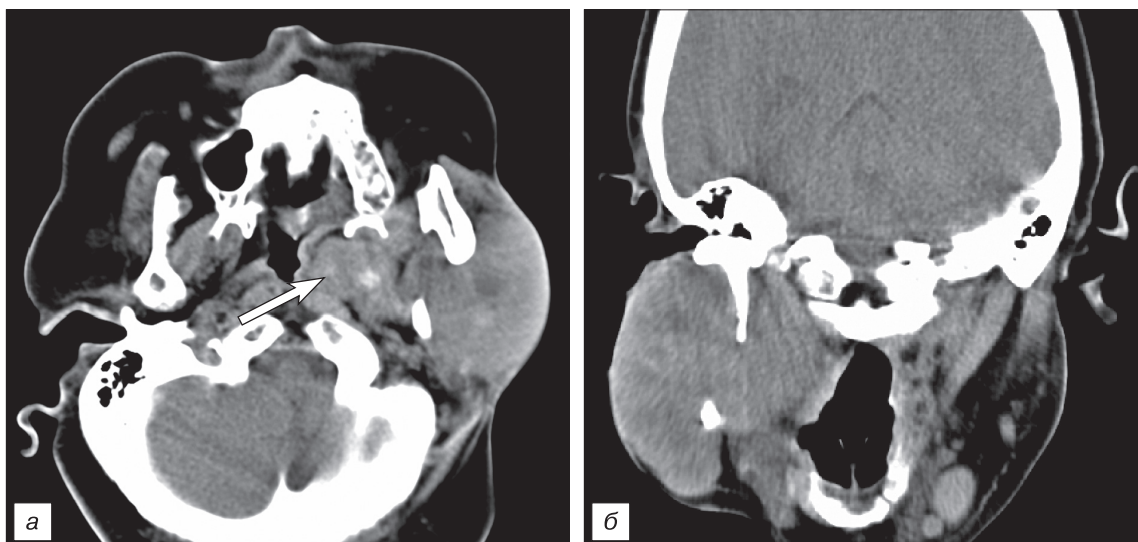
Компьютерная томография без контрастного усиления у больной К., 59 лет. Диагноз: рак из плеоморфной аденомы глоточного отростка левой околоушной слюнной железы.
